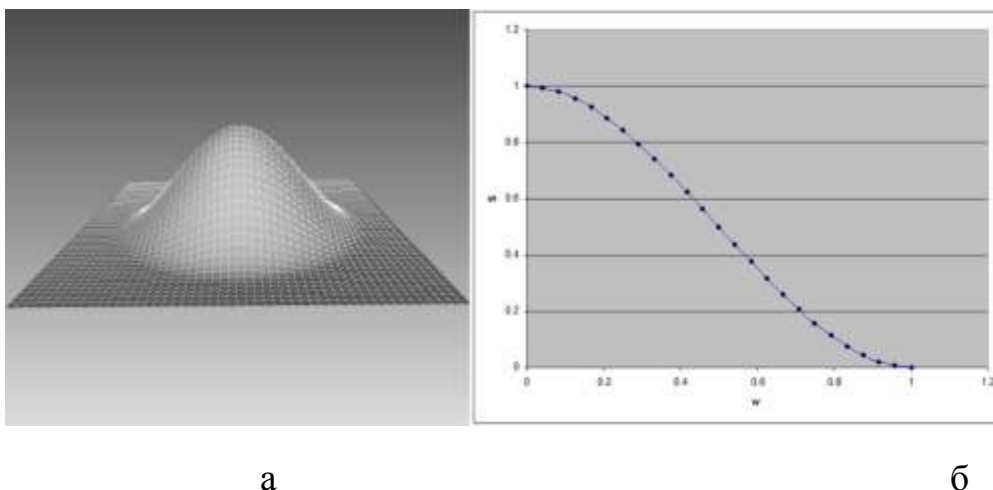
Деформація полігональної поверхні екструзивним інструментом:
